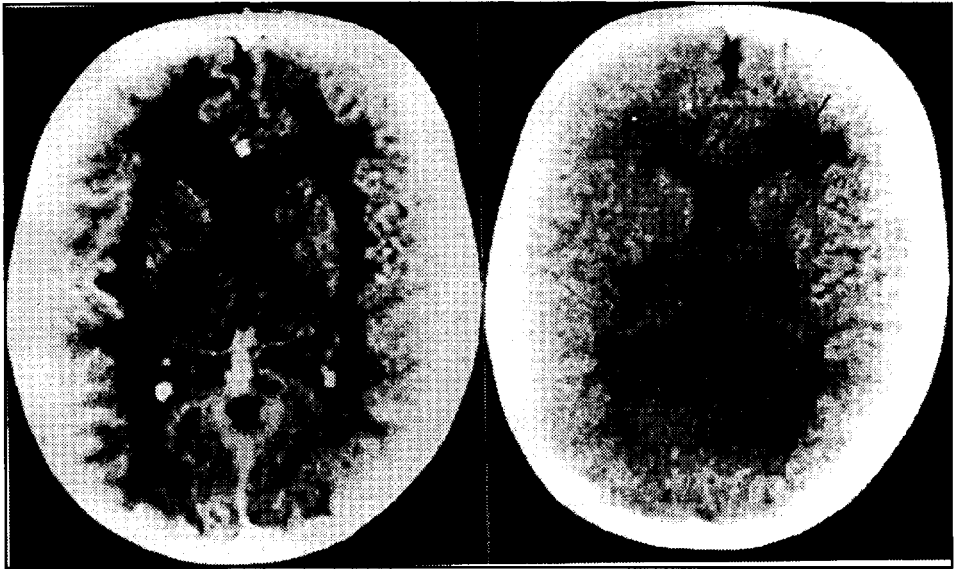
Caso 1. A (esquerda): TC realizada na fase aguda mostrando hipodensidade difusa na substância branca. B (direita): TC controle realizada 8 meses após, mostrando apenas pequenos infartos junto à cabeça do núcleo caudado (seta) e a substância branca com densidade normal.
